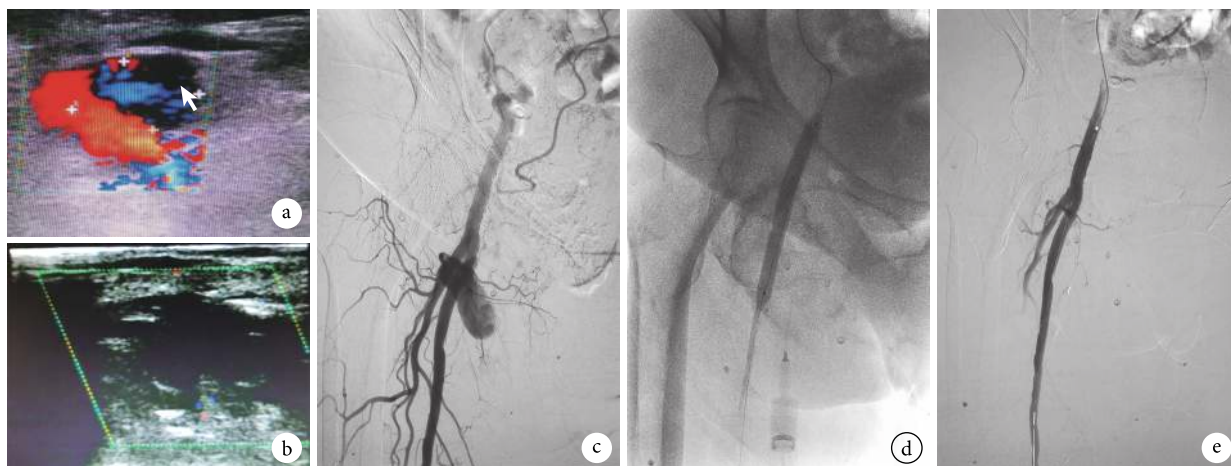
示超声及 DSA 引导下瘤腔内注射凝血酶治疗假性动脉瘤
